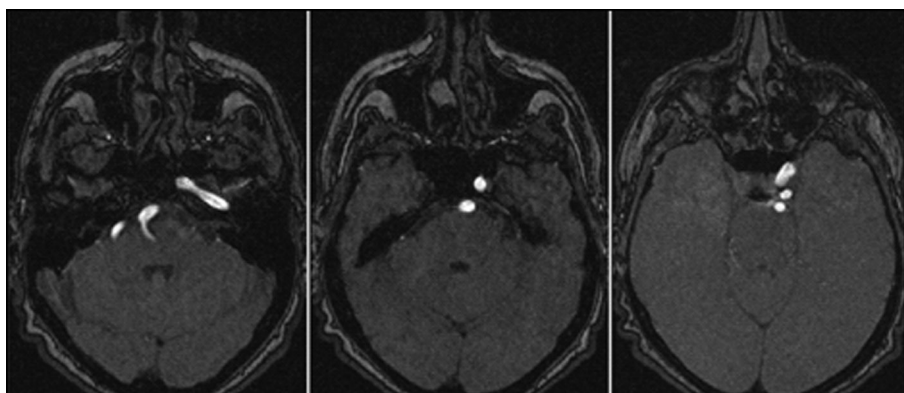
Caso 3: Angioresonancia, se observa ausencia de la arteria carótida interna derecha y del conducto carotídeo homolateral.
